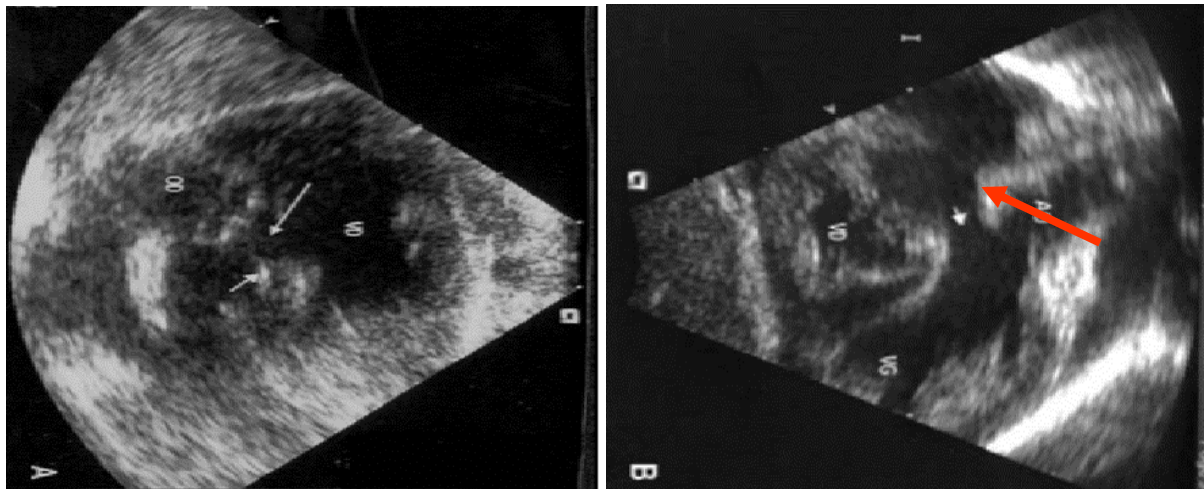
Échocardiographie d'une CIV périmembraneuse large
